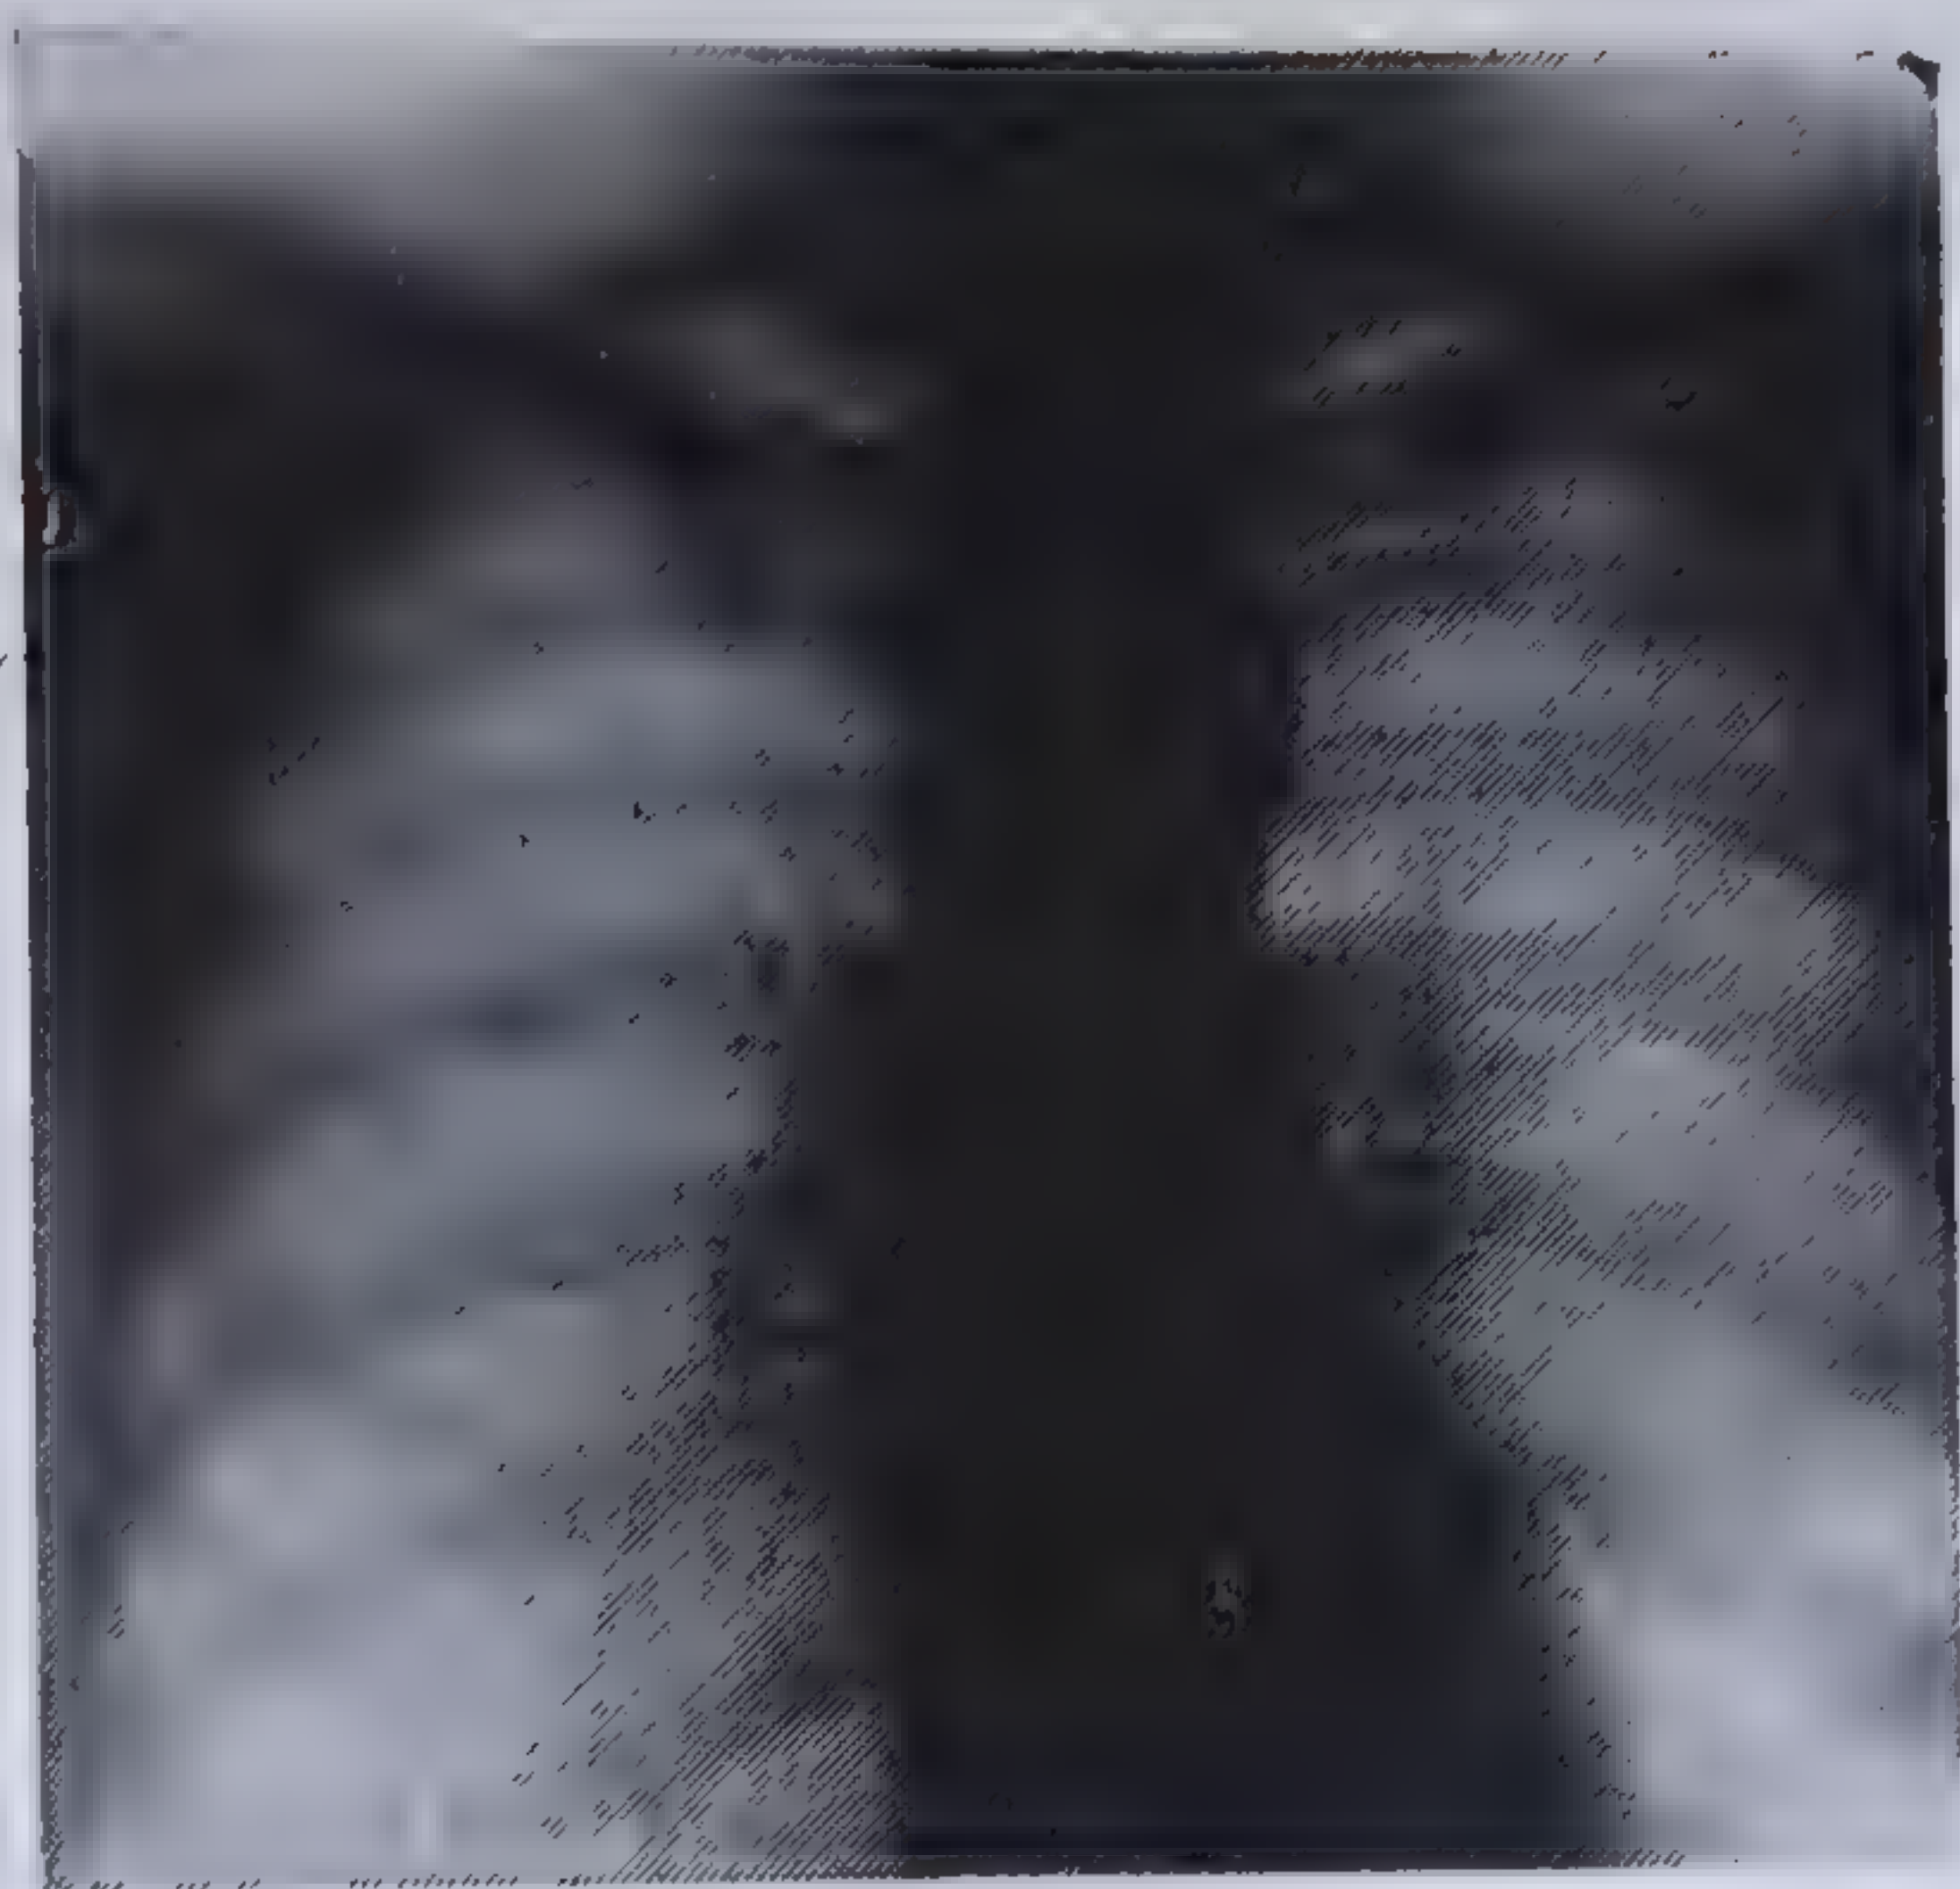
b. — Același caz. Tomografie: tumoare solidă, densă (colecția dr. A. Rosenberg).
